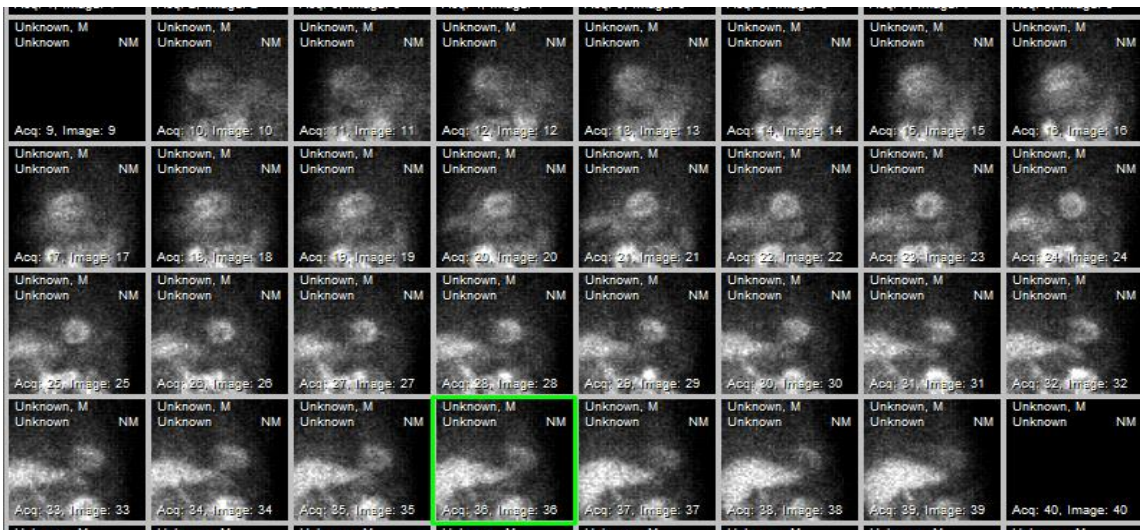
Proyecciones adquiridas en torno a un paciente tras administrar ^{99m}Tc -MIBI para efectuar un SPECT de perfusión miocárdica. Se verifica una franca predominancia de la captación del RF en el hígado. Se encuadra la vista 36 que se amplía en la figura 10
